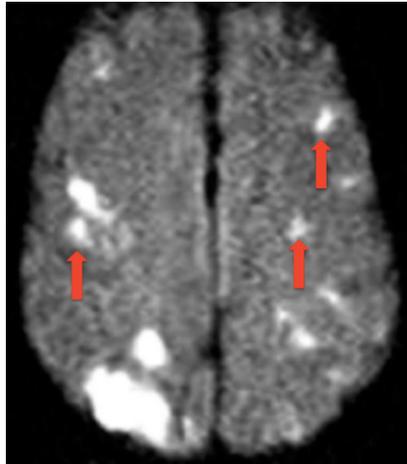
Диффузное ишемическое повреждение головного мозга по данным МРТ при ПЭП (ишемические очаги указаны стрелками)
